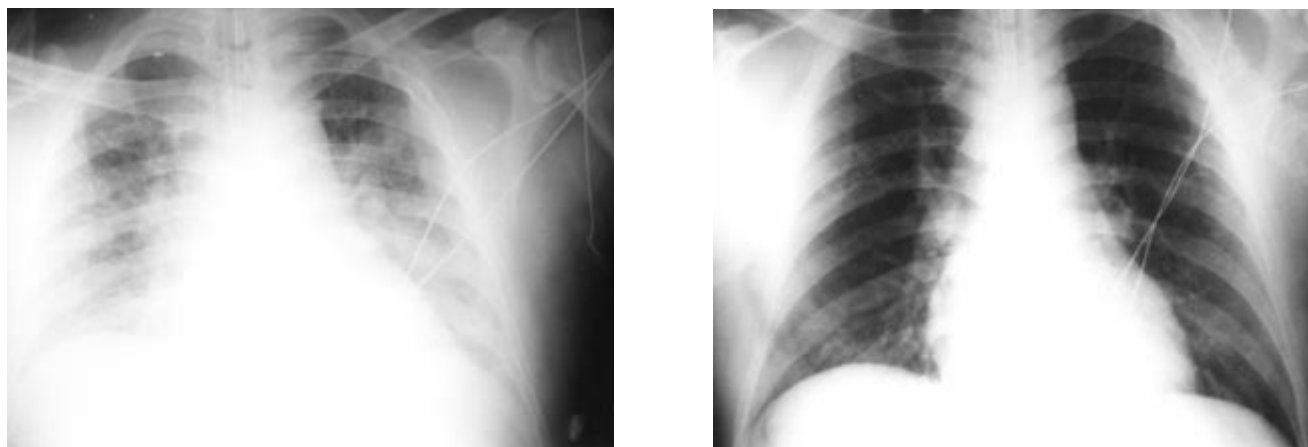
Radiografías antero-posteriores de tórax del caso 1 en donde se observa: Izquierda: Infiltrados pulmonares bilaterales y heterogéneos con disminución del volumen pulmonar al inicio del tratamiento con PCArh. Derecha: Resolución de los infiltrados e incremento del volumen pulmonar al término del tratamiento.
